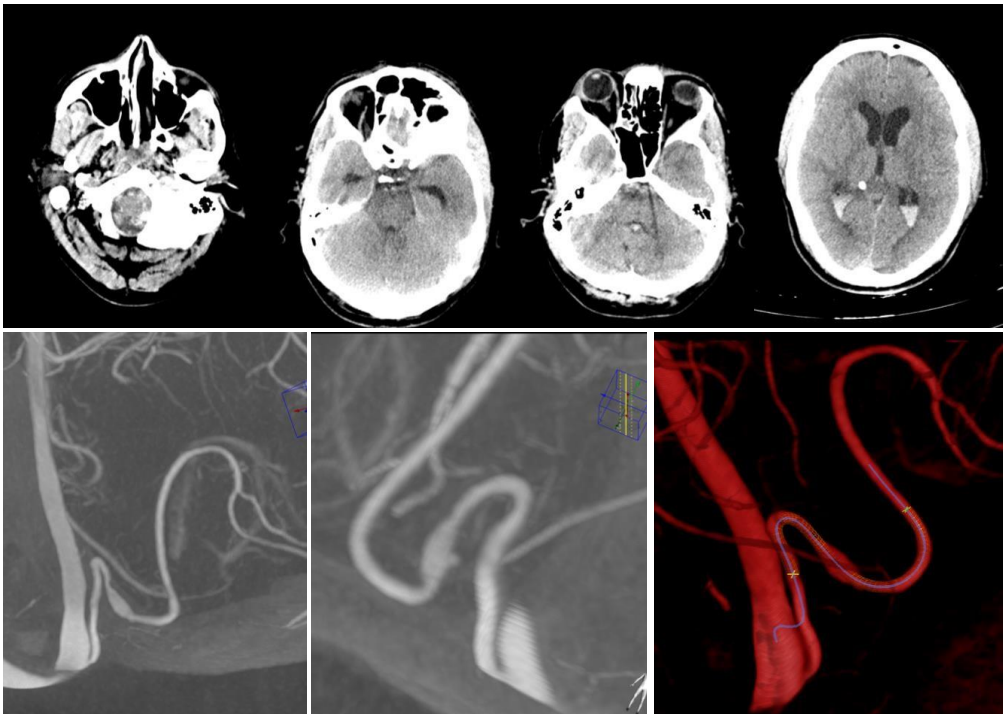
TC basal. Hallazgos compatibles con HSA Fisher IV. Hemorragia en cisternas de la base y sistema ventricular. Angiografía 3D demostrando un aneurisma disecante de aspecto fusiforme en la PICA izquierda. Elaboración propia.
